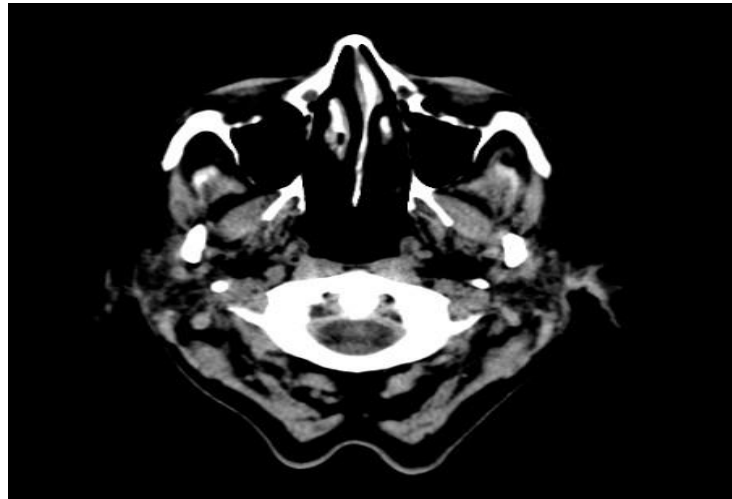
Imagen de TAC de cráneo
